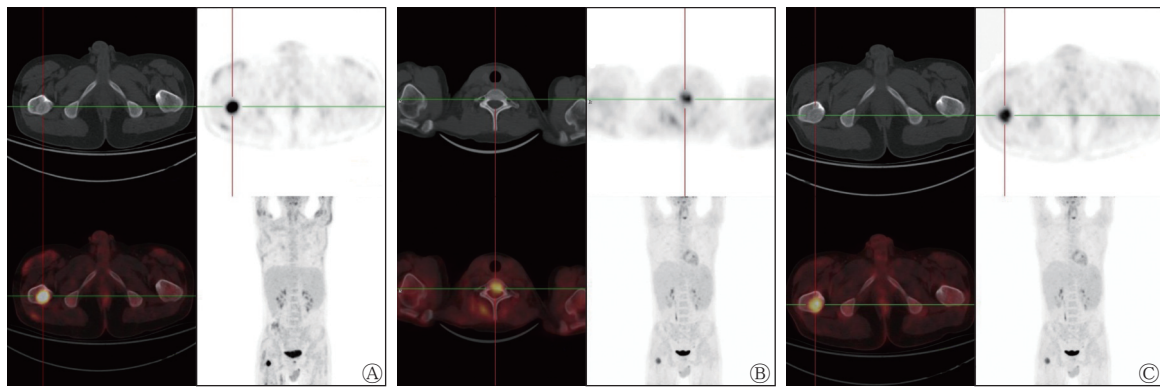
种痘水疱病样淋巴瘤组织增生性疾病患者(男性, 21岁)¹⁸F-FDG PET/CT显像图 A为患者CAR-T细胞疗法治疗后1个月(2021年11月)的¹⁸F-FDG PET/CT图, 显示右侧股骨转子间嵴骨质密度增高, 代谢活跃, 较前代谢活性增高, SUV_{max}为14.2; B为患者CAR-T细胞疗法治疗后3个月(2022年2月)的¹⁸F-FDG PET/CT显像图, 显示C7椎体代谢活跃, 为新发病灶, SUV_{max}为7.5; C为患者CAR-T细胞疗法治疗后3个月(2022年2月)的¹⁸F-FDG PET/CT显像图, 显示右侧股骨转子间嵴骨质密度增高, 代谢活跃, 较前代谢活性减低, SUV_{max}为9.5。CAR-T为嵌合抗原受体T细胞免疫疗法; FDG为氟脱氧葡萄糖; PET为正电子发射断层显像术; CT为计算机断层摄影术; SUV_{max}为最大标准化摄取值
